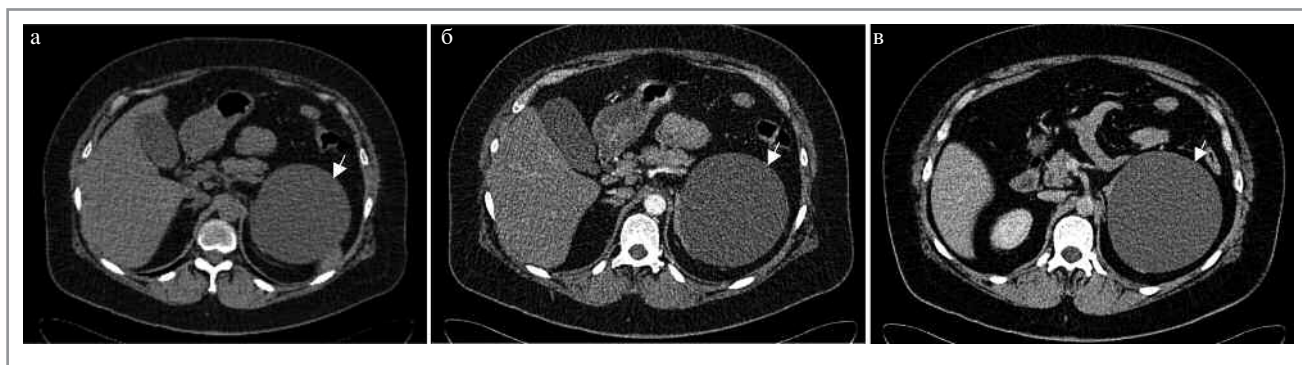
МСКТ, аксиальная проекция. Простая киста левого надпочечника (стрелка): а – НФ; б – АФ; в – ВФ.
